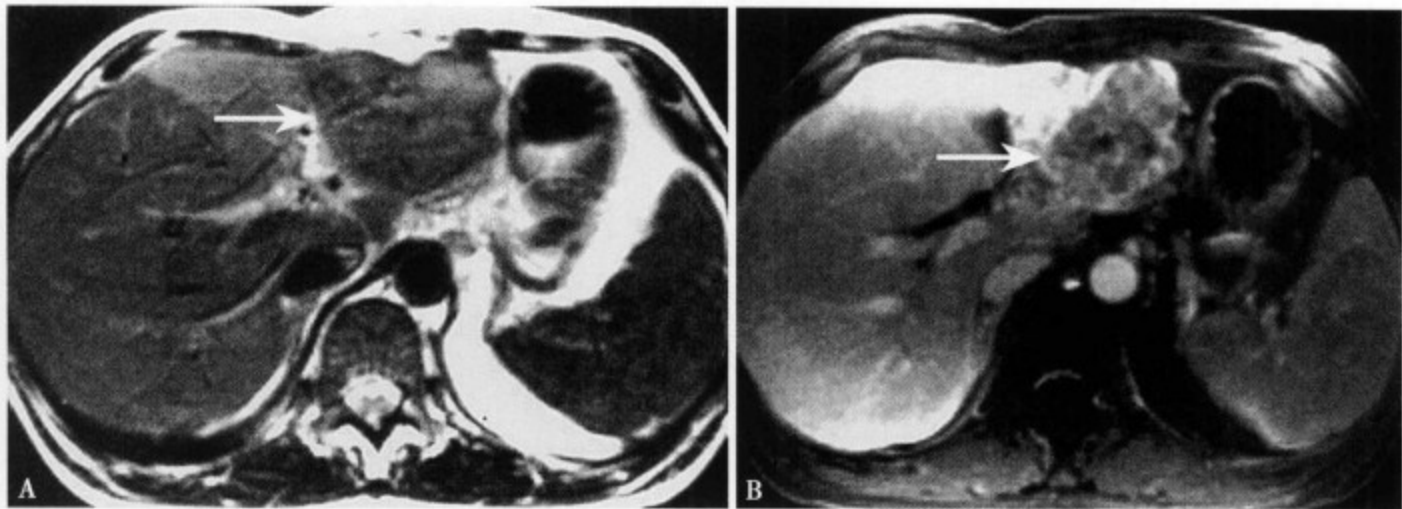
混合型肝癌。MRI T₁WI(A)显示肝左叶外侧段肿块，呈不均匀混杂信号，部分低于肝实质，部分略高于肝实质；增强MRI(B)可见肿块边缘部及前缘强化(胆管细胞癌)
